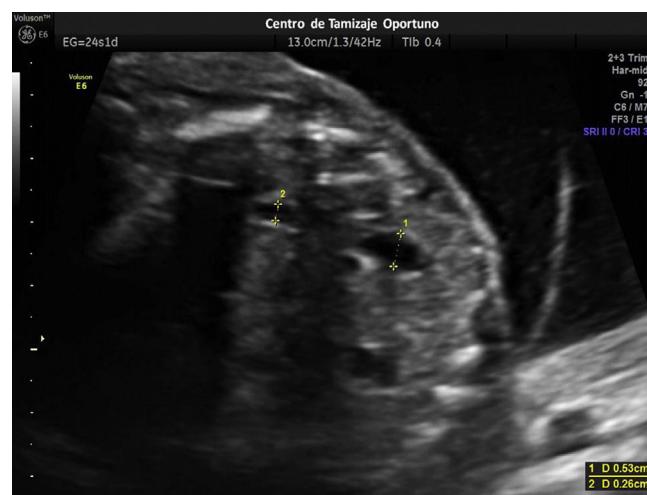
Ultrasonido realizado a las 24 SDG, corte axial, medición de pelvis renales anteroposterior. Pelvis renal derecha de 2.6 mm e izquierda de 5.3 mm.
